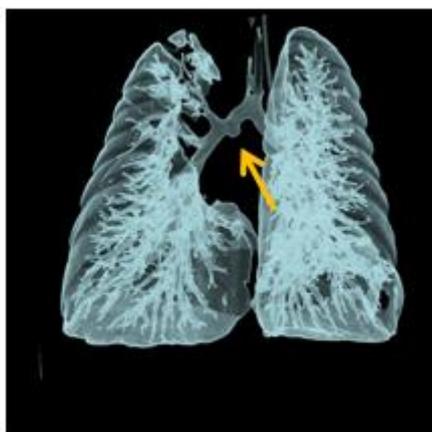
МСКТ-ангиография VRT реконструкция, ребенок 3., 5мес, дивертикул правого главного бронха
